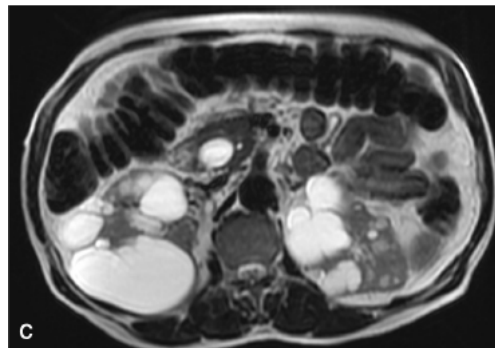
Doença renal policística do adulto. A. Macroscopia. Rim aumentado de volume, apresentando cistos de paredes lisas e conteúdo seroso. B. Tomografia computadorizada: rins aumentados de volume bilateralmente à custa de alteração cística difusa com cistos de tamanho e densidade variados. Note o comprometimento hepático por lesões císticas. C. Imagem axial de ressonância magnética do abdome, evidenciando múltiplos cistos corticais renais e cisto na cabeça do pâncreas.
